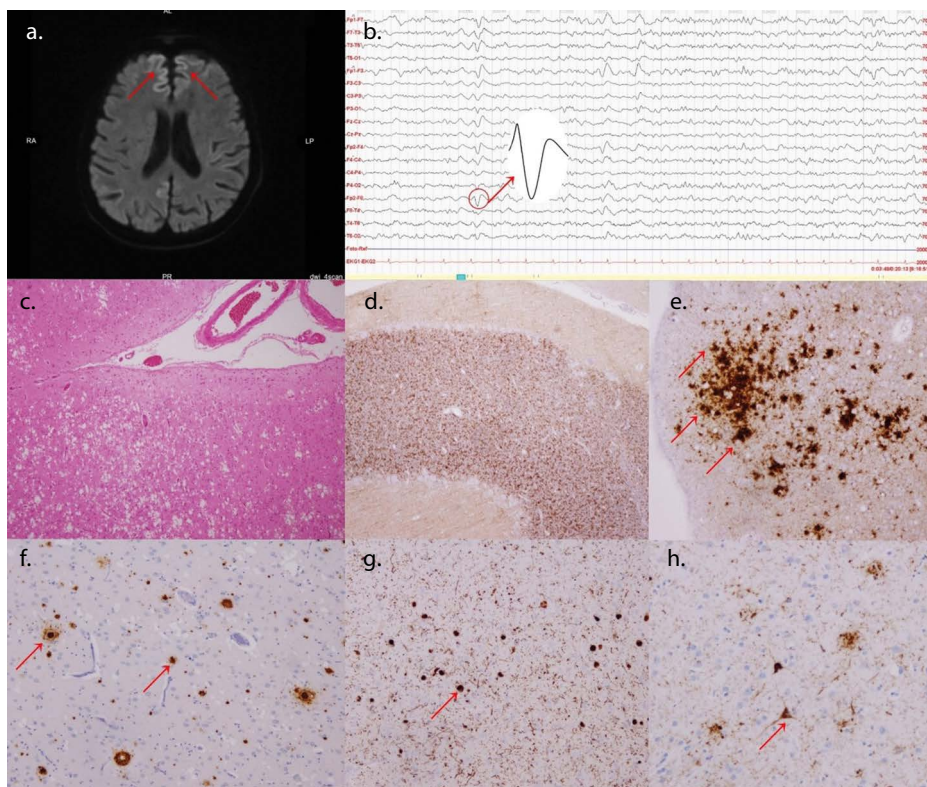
(a) MRI mozku zobrazující perigranulární hyperintenzity bifrontálně, v oblasti gyrus cinguli vlevo a kortikálně na konvexitách bilaterálně (tzv. cortical ribbon sign). (b) EEG zobrazující obraz pomalé aktivity v rámci nespecifické encefalopatie s výskytem trifázických vln. (c) Nápadná spongiformní degenerace vyjádřená ve všech kortikálních vrstvách, místy vytvářející až klastry opticky prázdných prostor. (d) Imunohistochemické vyšetření protilátkou proti PrP odhalující disperzní synaptickou pozitivitu patologicky konformovaného prionového proteinu v oblasti mozečku. (e) „Plakám-podobné“ struktury zobrazené protilátkou proti PrP v oblasti temporálního závitu. (f) Pro Alzheimerovu chorobu diagnostické neuritické non-cored i cored plaky (plaky bez jader i s jádry) ožřejmené pomocí imunohistochemické reakce s protilátkou proti amyloid- β peptidu v oblasti bazálních ganglií. (g) Lewyho tělíska a Lewyho neurity prokázané imunohistochemickou reakcí s protilátkou proti alfa-synukleinu, demonstrováno na odběru z amygdaly. (h) Neurofibrilární klubka ožřejmená v průřezu monoklonální protilátkou proti tau proteinu (klon AT8) v parahipokampálním závitu
